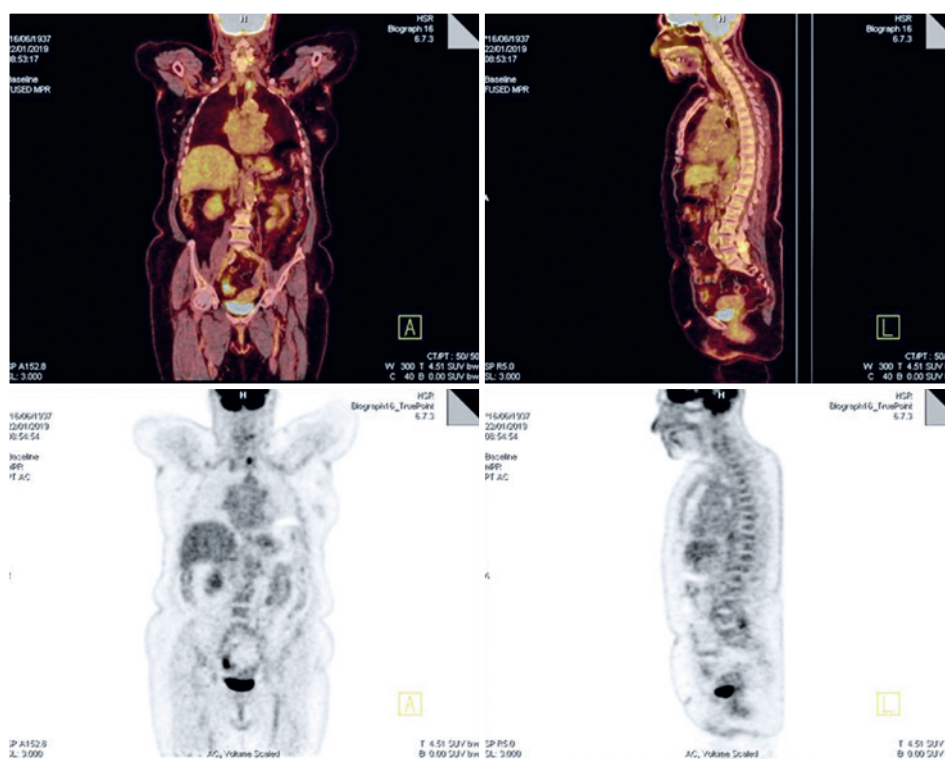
Tomografia computadorizada por emissão de pósitrons mostrando ausência de captação extraintestinal de focos de metástase.
